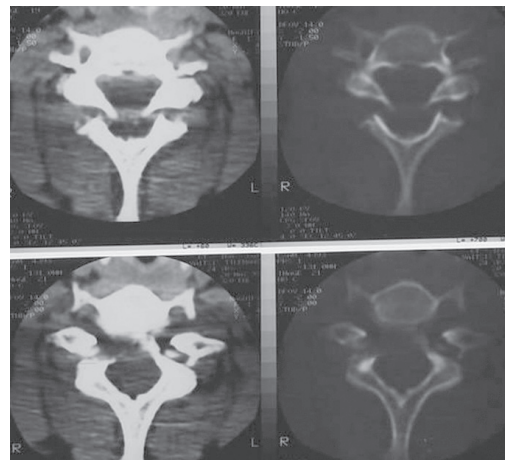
CT scan showing the widening of the canal and the forward olisthesis of the above vertebra
